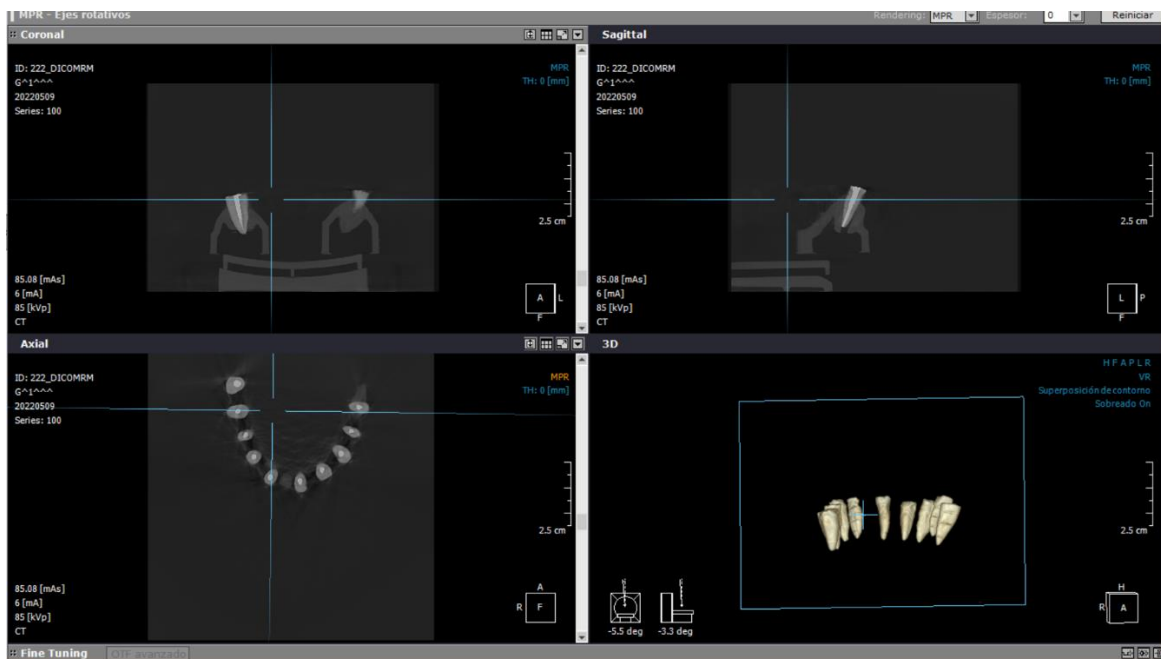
Tomografía (CBCT)
